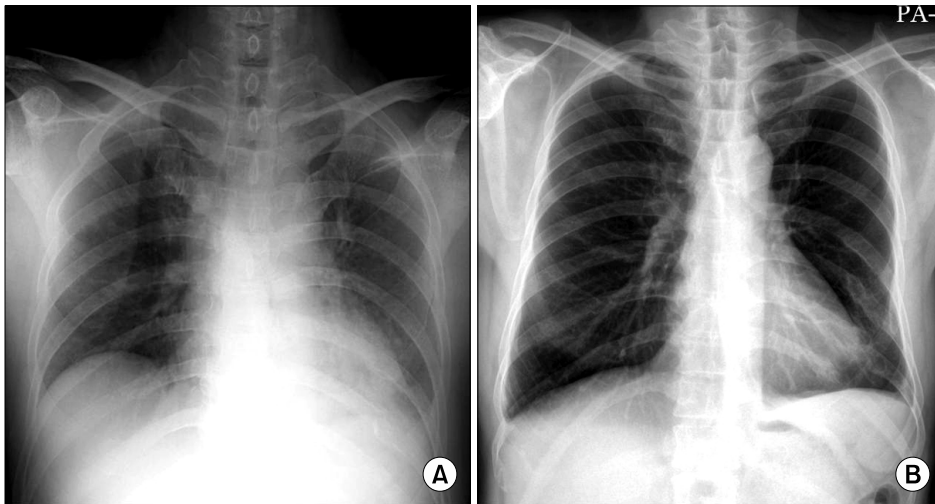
Chest radiographs showing multiple rib fractures and increased opacity in left lower lung (A: admission), and some rib calluses and cleared left lower lung opacity (B: 1 year after discharge).
